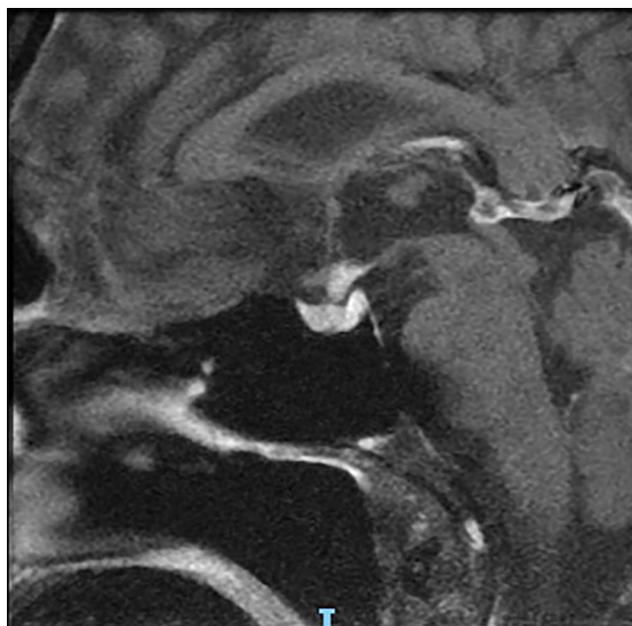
Corte sagital de ressonância magnética ponderada em T1 (com contraste) evidenciando espessamento da haste hipofisária, perda de sinal no lobo posterior (neurohipófise) e acometimento do infundíbulo.
